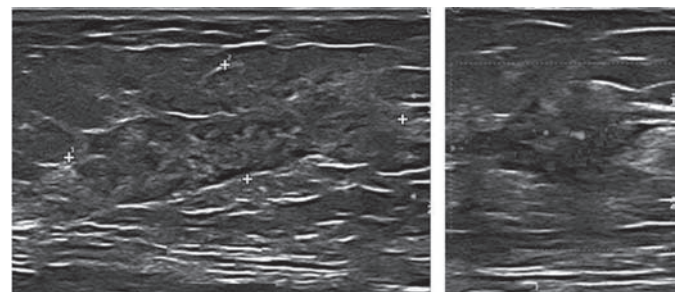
Ultrasonido donde el nódulo visto por mastografía es irregular, heterogéneo, con márgenes indistintos, paralelo, con cambios sonográficos posteriores mixtos e hipervascular.
